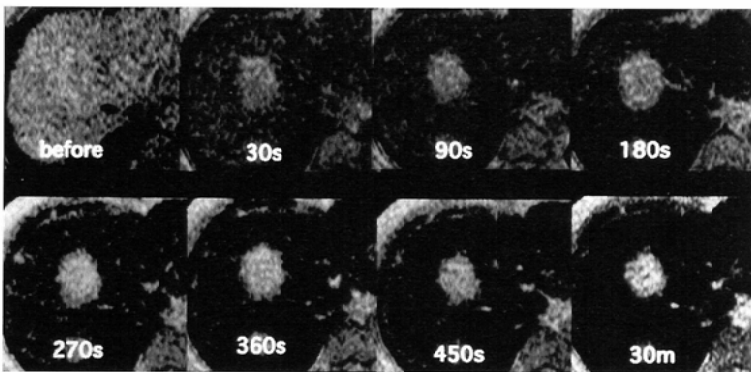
A 59-year-old man with hypervascular hepatocellular carcinoma. The enhancement ratio of this lesion was decreased 25% in the first phase compared with that before the injection of SPIO. However, the change in the signal intensity of the lesion in the first phase could not be recognized with T2* dynamic MRI.
